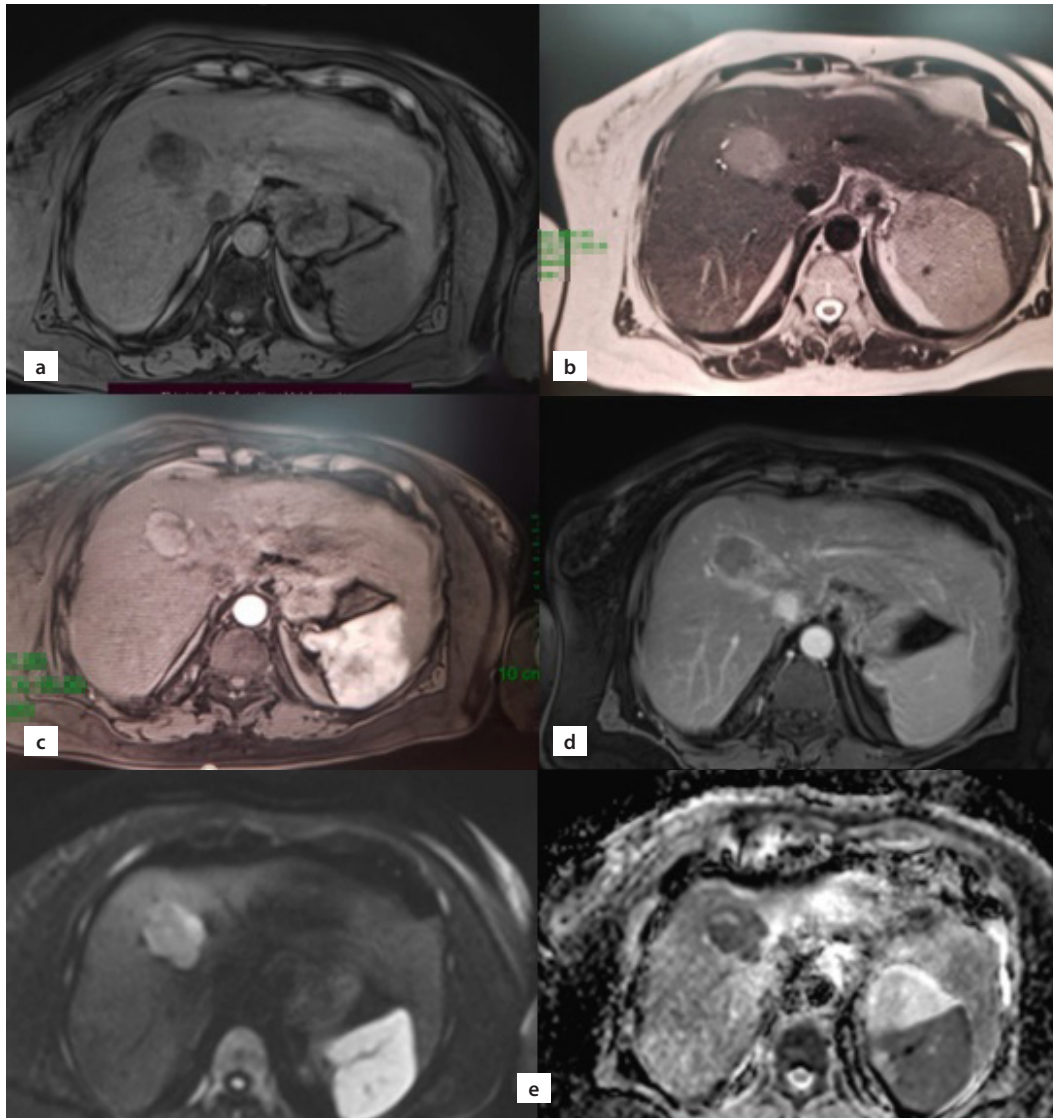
Resonancia magnética abdominal que muestra una hepatopatía parenquimatosa crónica sin signos de hipertensión portal, lesión nodular en segmento hepático IV-a, de comportamiento hipointenso en secuencias ponderadas en T1. a. Heterogéneamente hiperintenso en T2. b. Fases dinámicas poscontraste con ávido realce en fase arterial. c. Fenómeno de «wash out» en fase venosa con formación de «pseudocápsula». d. Restricción verdadera a la difusión y mapa ADC. e. Comportamiento típico de hepatocarcinoma, clasificado por imagen como LIRADS V
